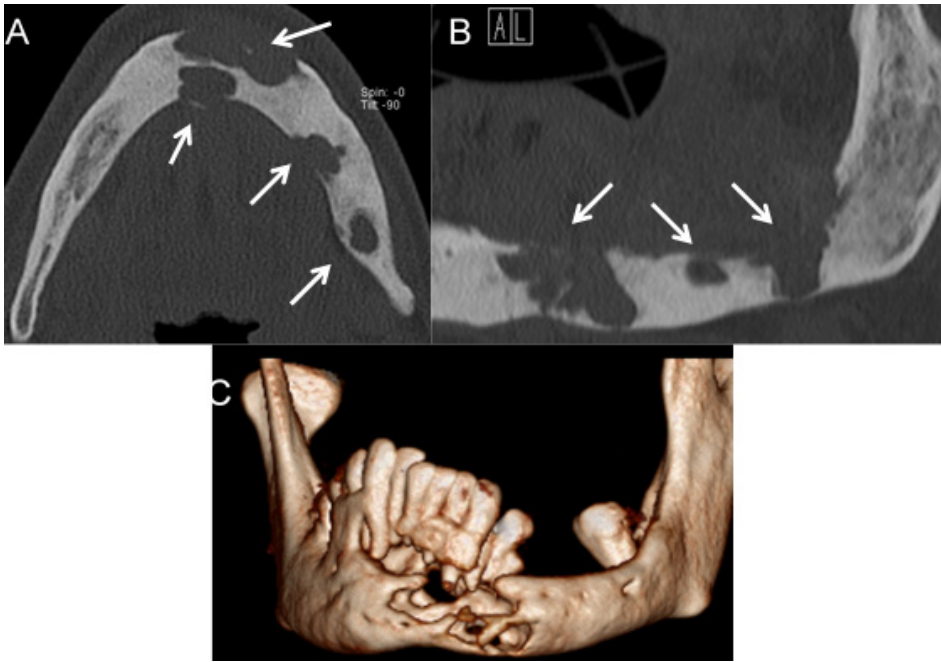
Granuloma eosinofílico. Imagens axial (A) e sagital (B) de TC em janela óssea demonstram vários focos líticos dispersos pelo corpo mandibular (setas), com ruptura da cortical óssea, traduzindo doença multifocal, a que se associa esclerose do osso envolvido. Imagem de reconstrução volumétrica (C) permite apreciar a destruição óssea causada por estas lesões.
